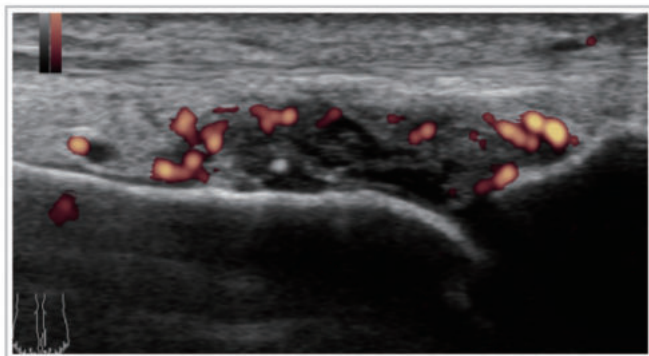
超音波検査パワードプラ法による痛風発作時の滑膜炎所見
